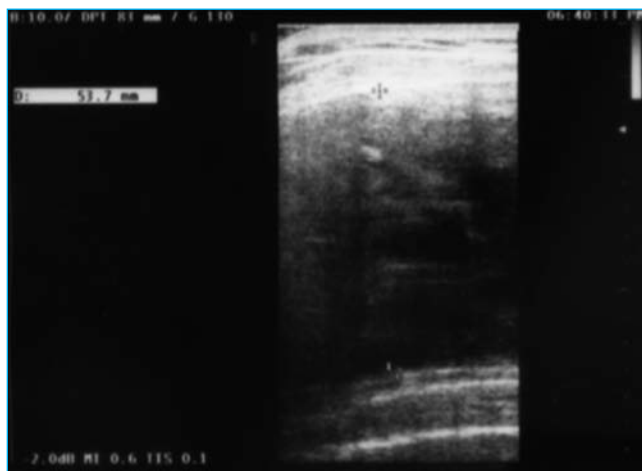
Ecografia muscolare spalla destra
